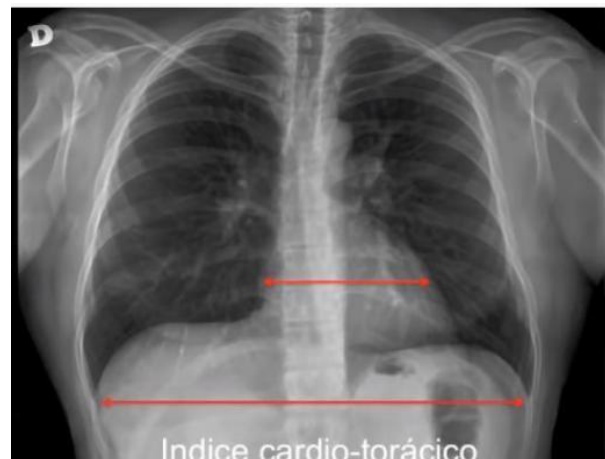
Radiografía de pulmón derecho postero anterior (2015)
